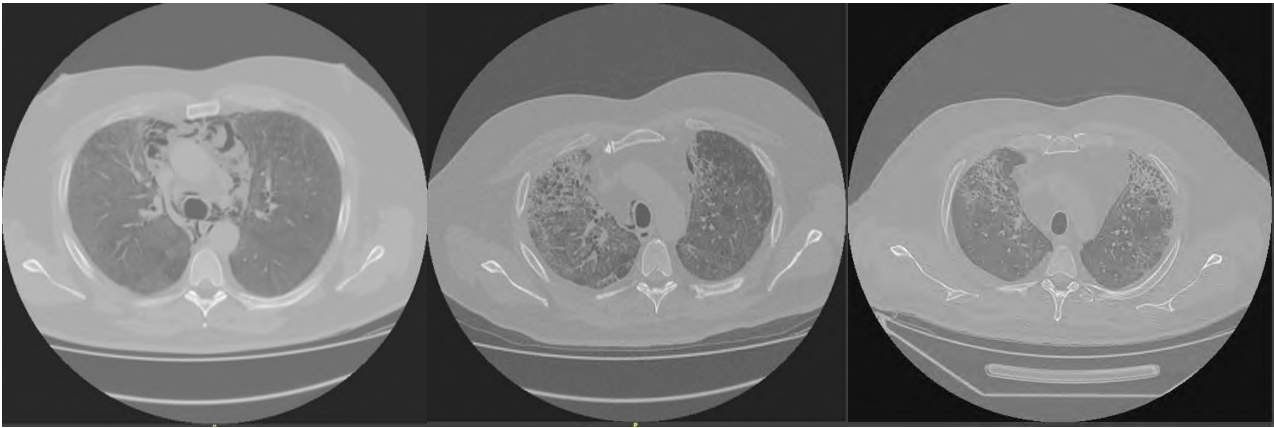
КТ ОГК от 28.02.2020 Рис.2. КТ ОГК от 10.11.2020 Рис.3. КТ ОГК от 16.03.2021
